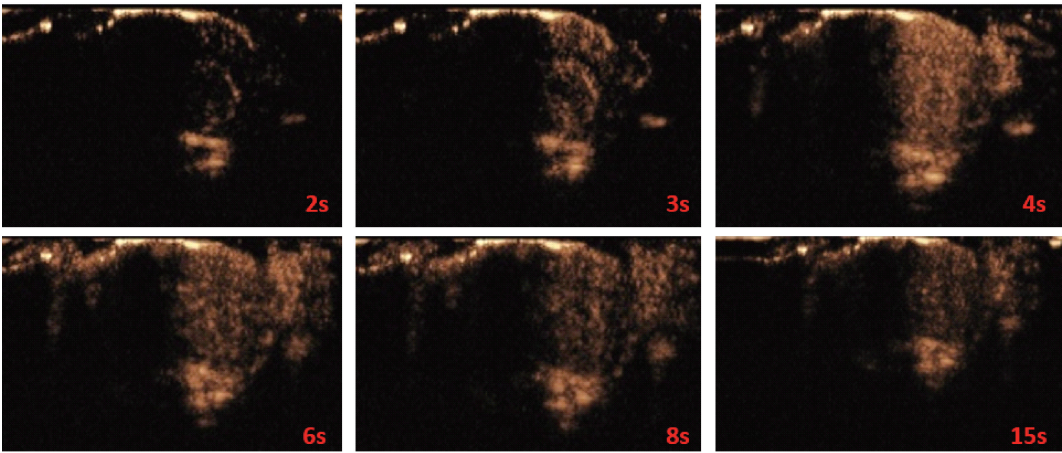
造影剂注射后不同时间的经颅超声灌注成像图像(s:秒)
